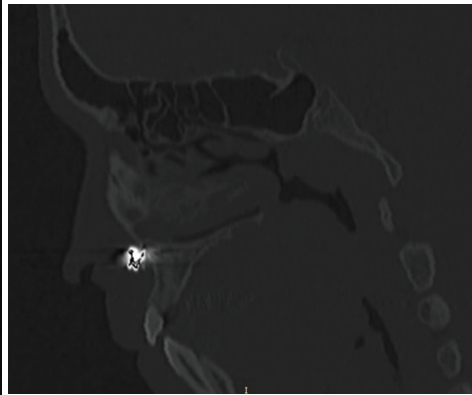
Kemik penceredeki aksiyel BT de maksillar kemik alveolar proses düzeyinde metalik dansite izlenmektedir.
